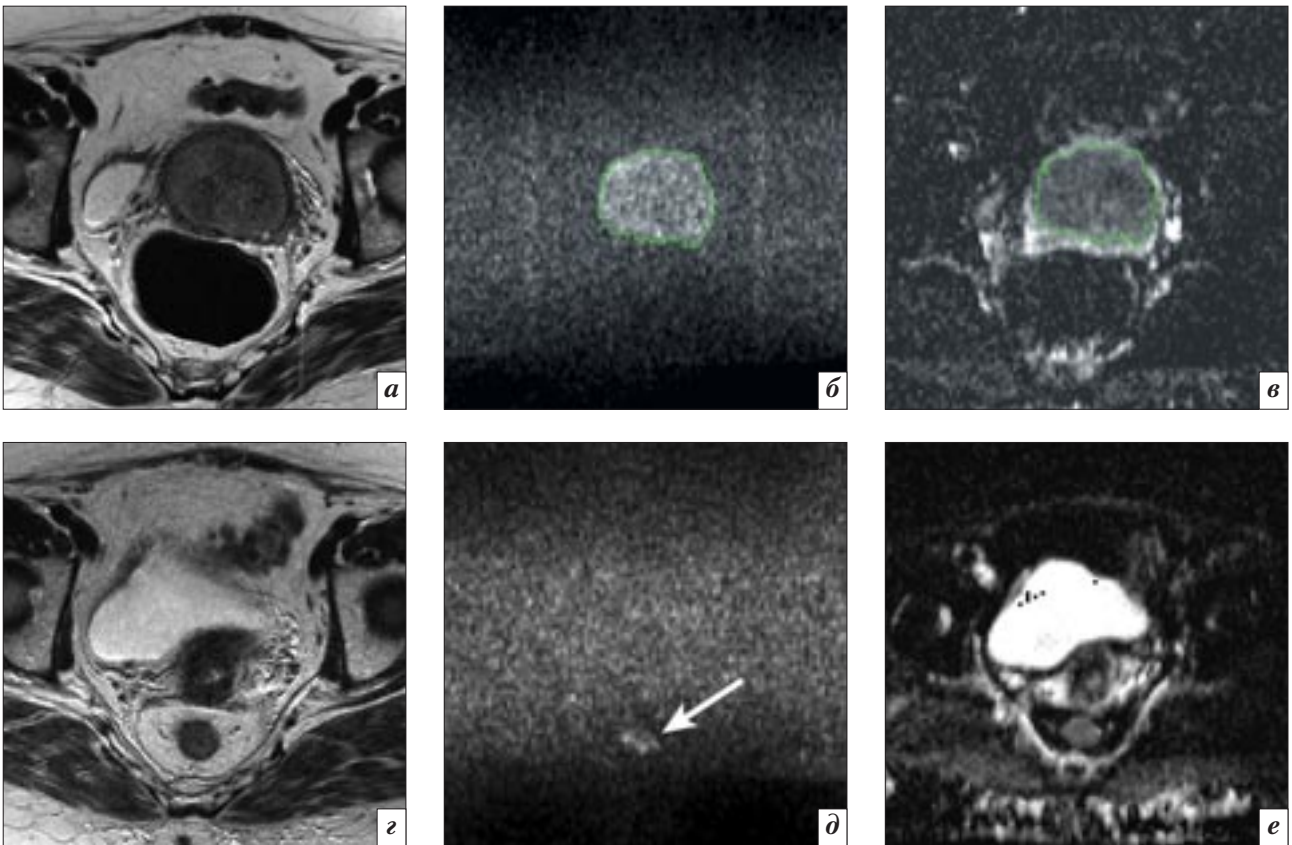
Пациентка Г., 63 лет, РШМ IIВ стадии. МРТ органов таза до (а–в) и после (г–е) ХЛТ, полная регрессия опухоли: а – на Т2-ВИ в шейке матки определяется опухоль, максимальный размер 5,6 см; б – на изображении с b1000 на том же уровне показана опухоль с полуавтоматически нанесенным в программе Adept контуром, ИС b1000 опухоли составила 56,7; в – карта ИКД с автоматически перенесенным контуром, ИКД опухоли составил $0,50 \times 10^{-3} \text{ мм}^2/\text{с}$, полоска повышения сигнала вокруг опухоли – ткани параметриев; г – на Т2-ВИ после лечения опухоль не визуализируется, гипоинтенсивная строма шейки матки восстановилась; д – изображение с b1000 на том же уровне, очаг повышения сигнала в проекции шейки отсутствует, имеется повышение сигнала от стенок прямой кишки, вероятно постлучевого характера (стрелка); е – на карте ИКД определяется восстановление нормальной структуры шейки матки: эндоцервикс и параметрии имеют повышенный сигнал, кольцо стромы шейки – сниженный [10].
